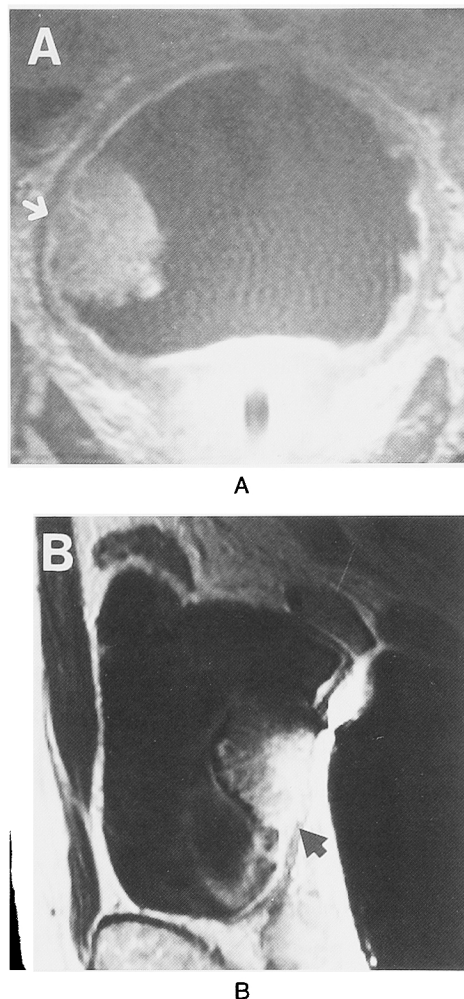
A: Gd-DTPA enhanced T1 weighted image of the endorectal MRI on pathological pT1b indicates the continuity of submucosal enhancement (white arrow). B: Gd-DTPA enhanced T1 weighted image of the endorectal MRI on clinical stage T3a demonstrates the interruption of submucosal enhancement by bladder cancer (black arrow).
